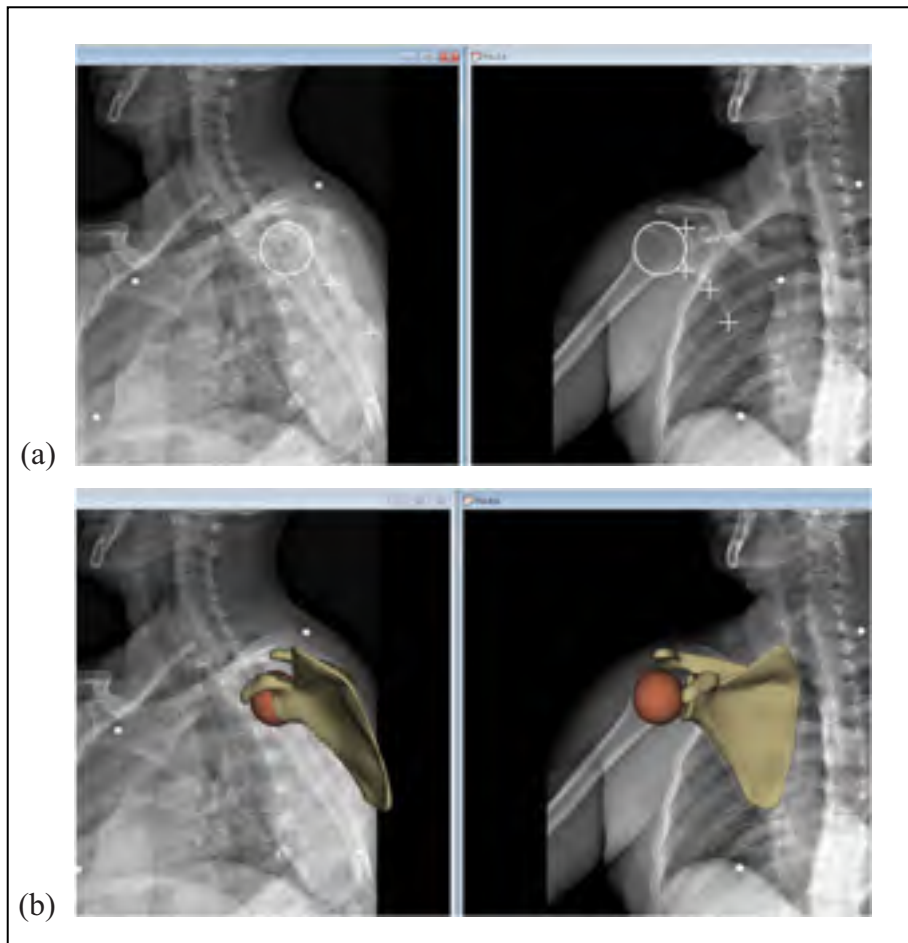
Radiographie d'un patient à 30° d'élévation du bras.
